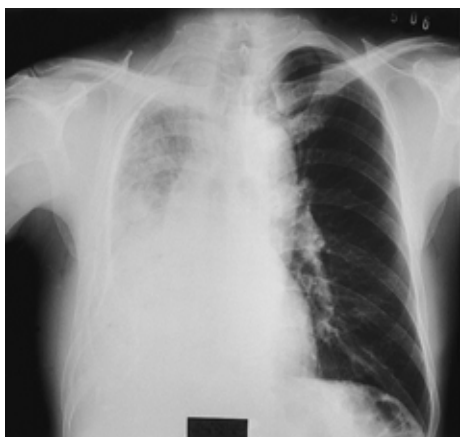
Chest X-ray film on admission showing opacity in the right lung with pleural thickening and calcification.
